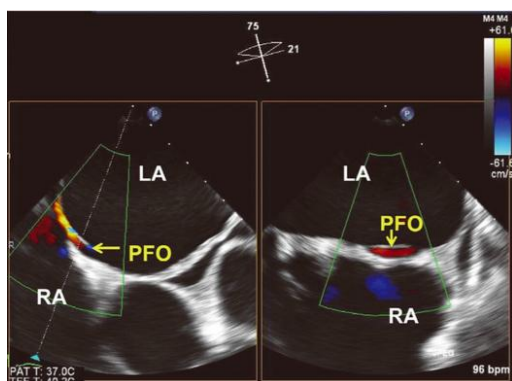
ETE com doppler colorido, onde se visualiza um *shunt* direita esquerda através do FOP. Abreviações da figura: LA= aurícula esquerda; PFO= *foramen ovale* permeável; RA= aurícula direita. Retirado de (14).
